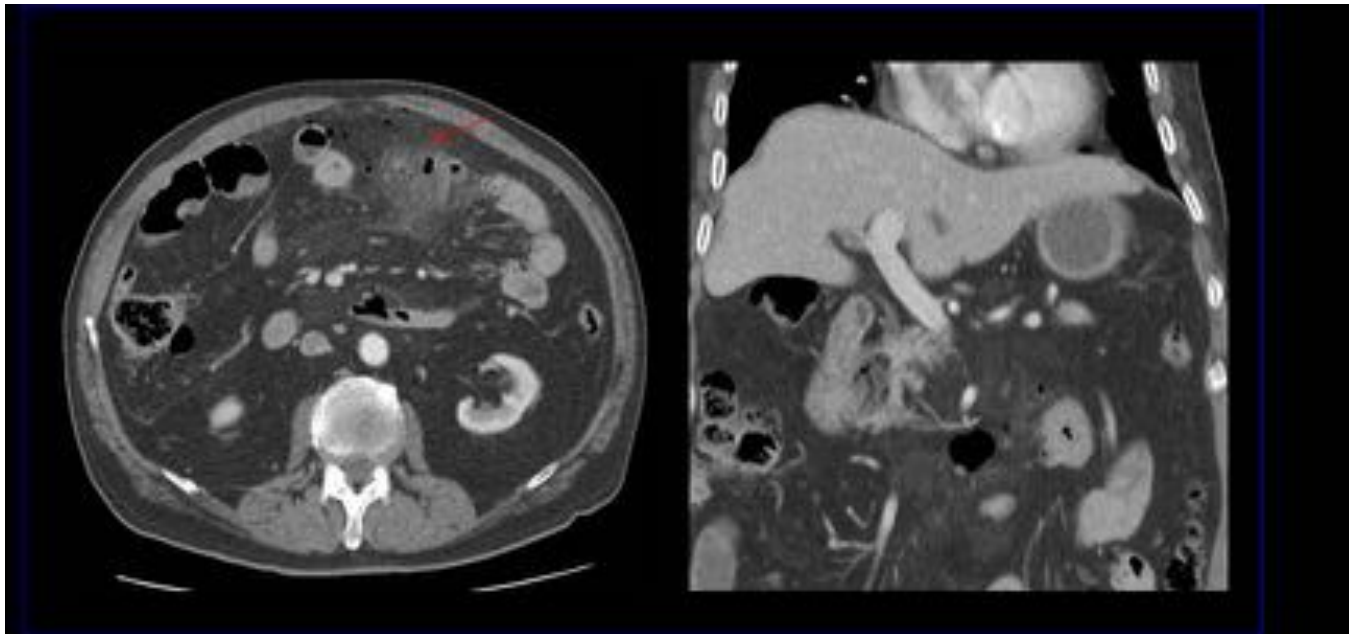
Paciente varón de 82 años que presenta dolor abdominal, se solicita TC para valoración de abdomen agudo en mesogastrio se observó engrosamiento concentrico de las paredes de yeyuno con múltiples divertículos asociando aumento de atenuación y trabeculación de la grasa mesentérica adyacente por cambios inflamatorios-flemonosos así como múltiples burbujas de gas ectópico en vecindad. El diagnóstico postoperatorio confirmó la sospecha, diverticulitis aguda yeyunal complicada con perforación
